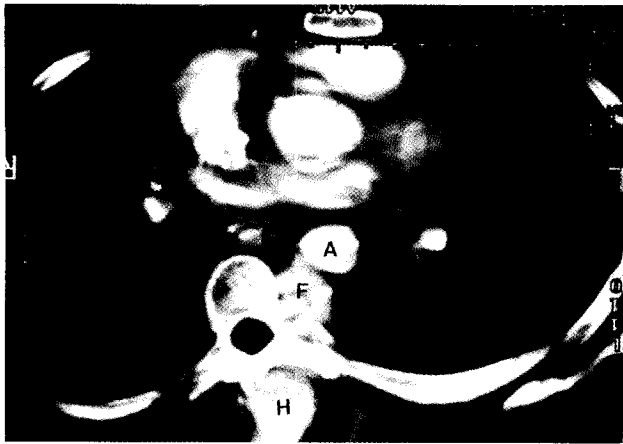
Preoperative computed tomographic scan. A false aneurysm (F) is originating from descending aorta (A) and connecting to a hematoma (H) in chest wall. (The tomographic plane is a little low in level.)
